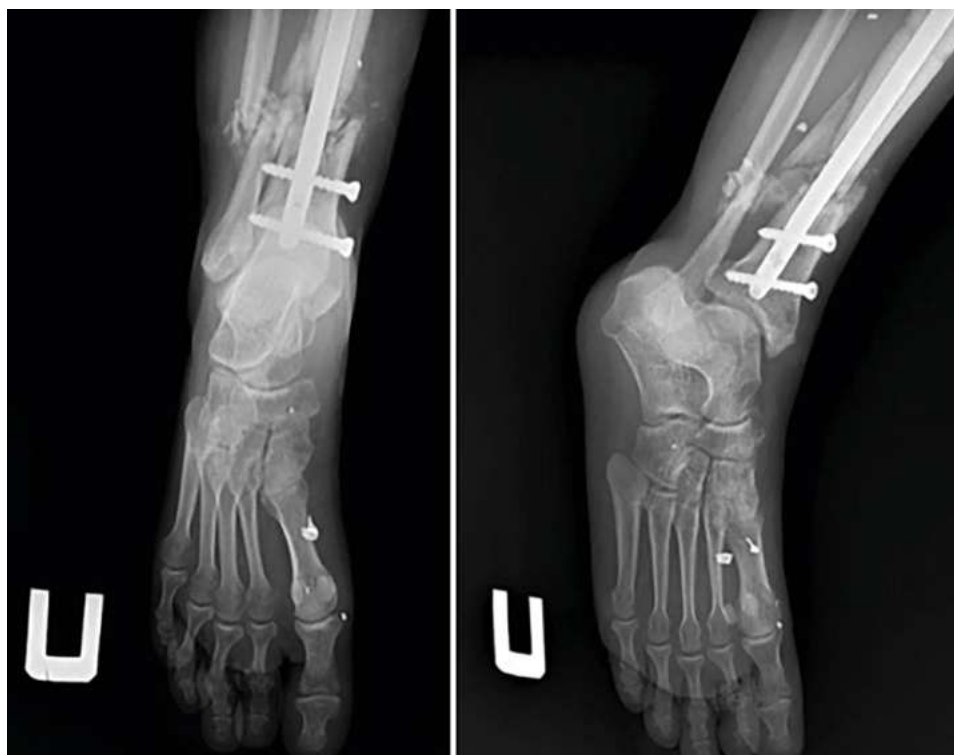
Рентгенограммы правой стопы через 5 нед после травмы, спицы из II и III пальцев удалены
